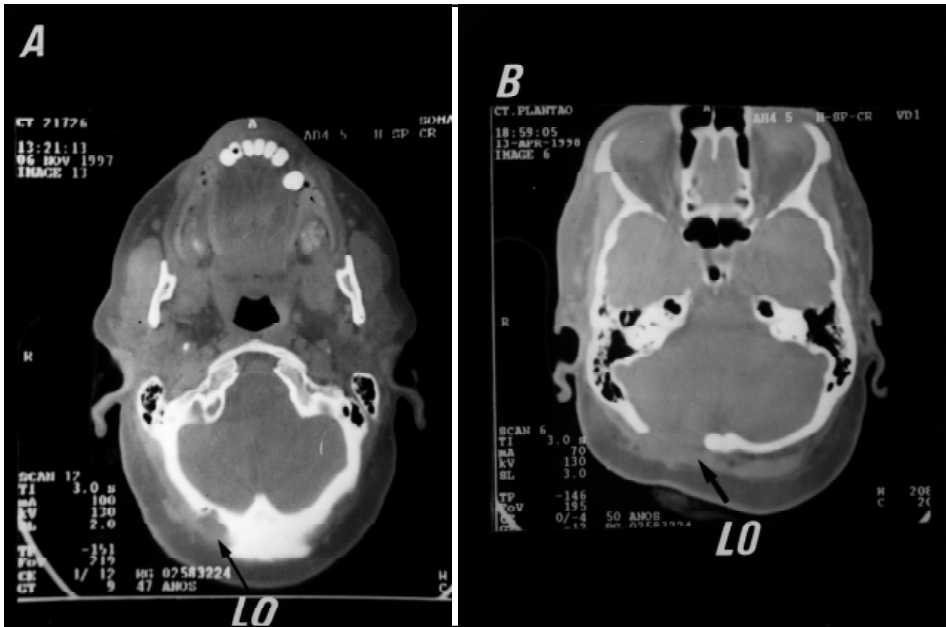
A- Tomografia pré biópsia, B, Tomografia pós biópsia, LO, Lesão osteolítica.
